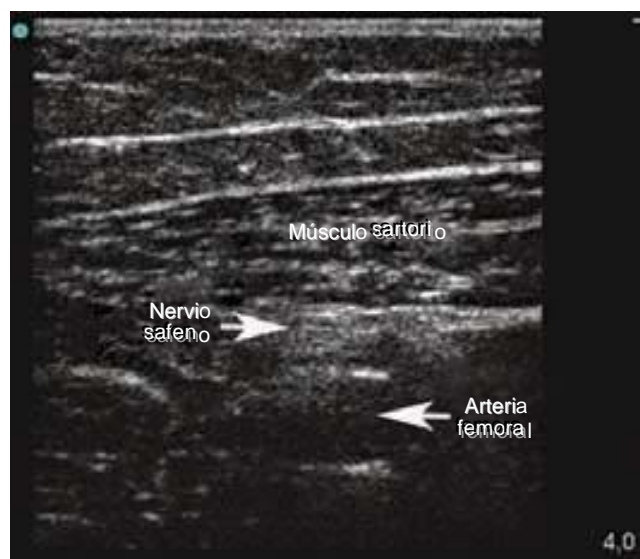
Visualización ecográfica del nervio safeno por debajo del músculo sartorio (unidad de ultrasonido SonoSite MicroMaxx con sonda de 13 MHz).
